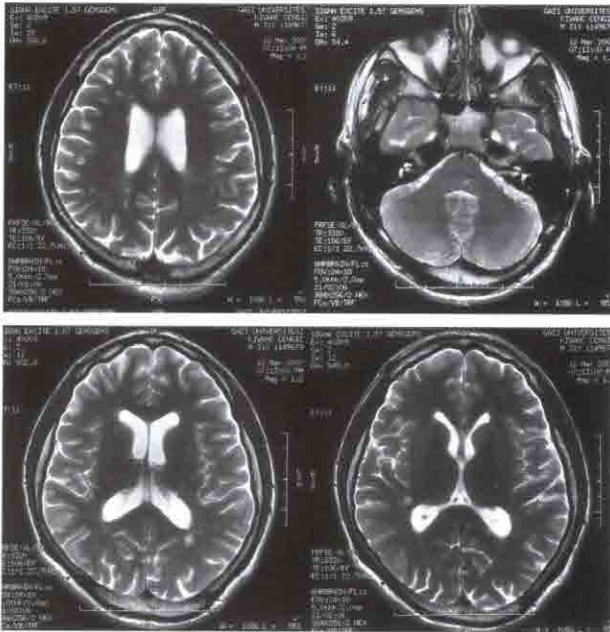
1个月后随访MRI图像T2相中脑桥中部左侧、右侧小脑半球、双侧白质和脑室上的髓鞘脱失斑块
